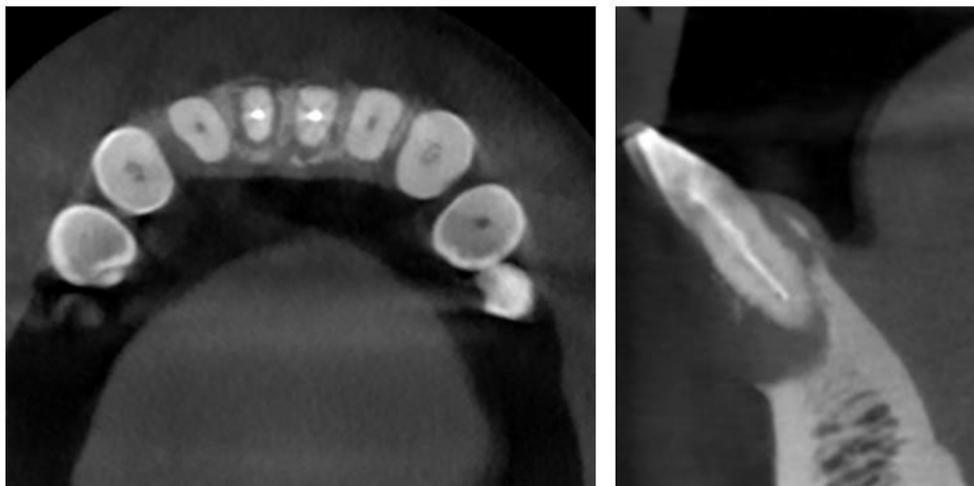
Coupe axiale (à gauche) et coupe coronaire de 31 (à droite) (examens radiographiques du Dr CALVO)
